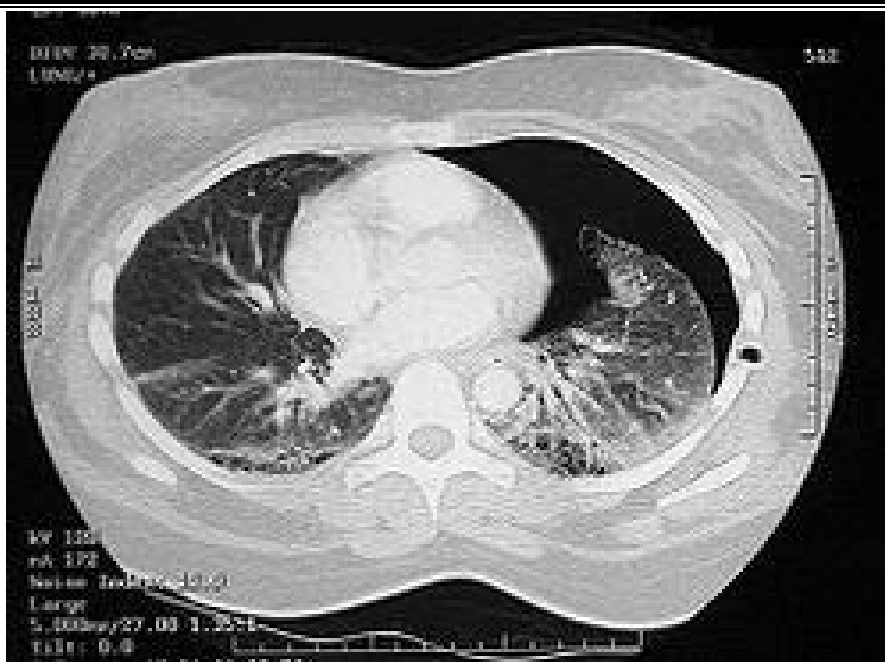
TDM thoracique, fenêtre parenchymateuse révélant une image de pneumothorax gauche (plage noire située à droite sur l'image). Un drain thoracique est visible (le rond noir à droite, entre les côtes) [84]
